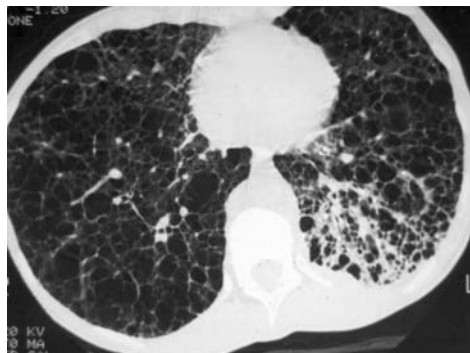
Tomografía axial computarizada de tórax en ventana de parénquima pulmonar, de una paciente con linfangioleiomatosis. Se observan múltiples quistes de paredes finas que ocupan la práctica totalidad del parénquima de forma bilateral. En la base izquierda se observa un aumento de densidad, correspondiente a una proliferación linfática local.
